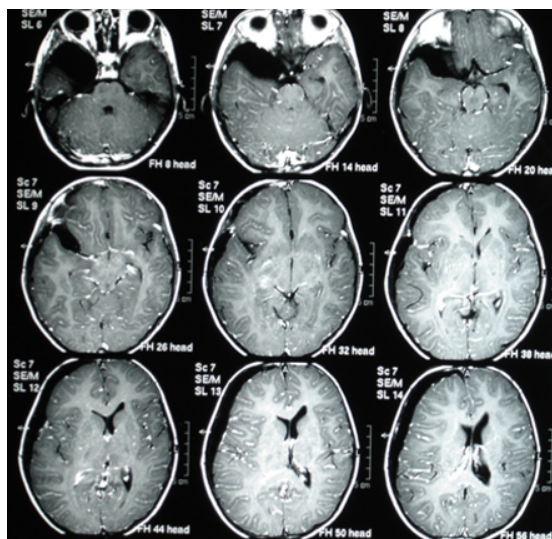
13: Imagens do cérebro obtidas por RM
